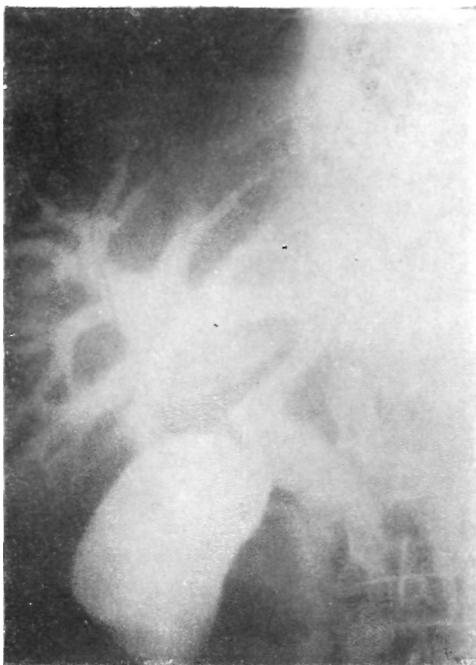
Рентгенограмма желчных путей, сделанная во время операции у больного раком головки поджелудочной железы. Отмечается резкое расширение желчного пузыря и желчных путей; общий желчный проток непроходим из-за сдавления его опухолью.
